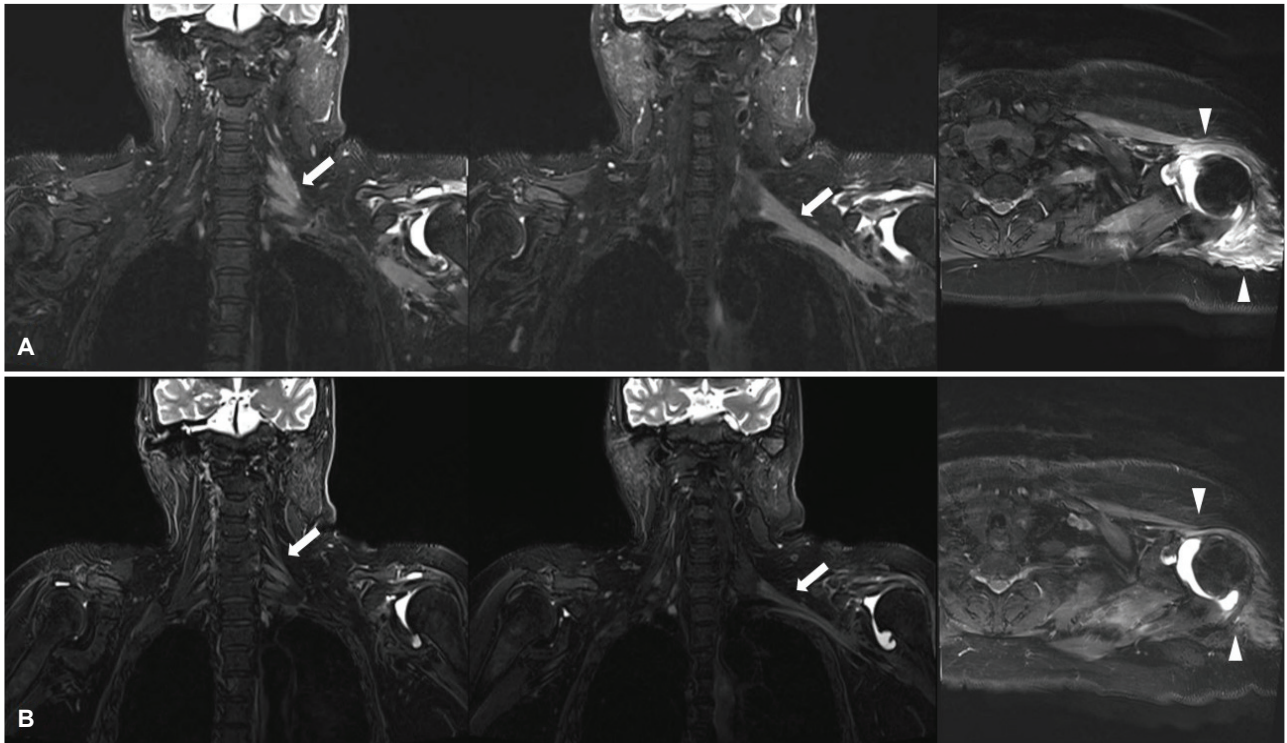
Coronal and axial MRI in the pre-treatment (A) and post-treatment stage (B). Coronal fat-suppressed T2-weighted MRI images show marked thickening and increased signal intensity along the left brachial plexus (arrows) and atrophic changes in the shoulder muscles (arrowheads) (A), and later improved in the affected area (B). MRI; magnetic resonance imaging.
